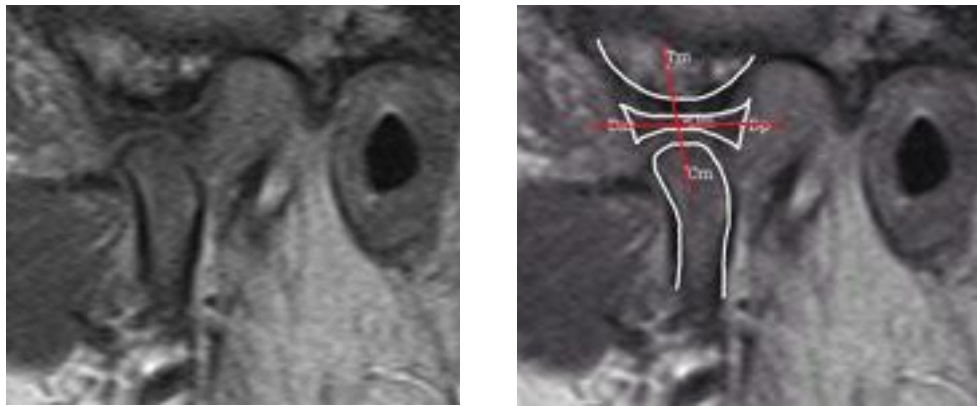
Ağız kapalı MRG'de disk pozisyon indeksinde kullanılan referans noktalar ve düzlemler.
